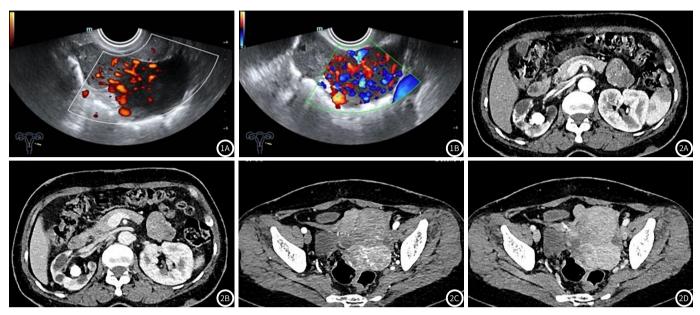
图1B: 妇科彩超图像。图2: 腹部CT图像。图2A: 左上腹肿物动脉期图像;图2B: 左上腹肿物静脉期图像;图2C: 盆腔肿物动脉期图像;图2D: 盆腔肿物静脉期图像。
